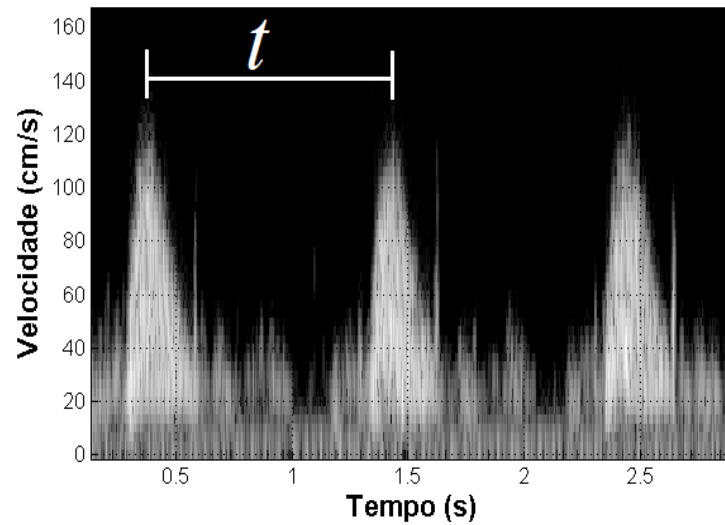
Tempo t medido a partir do Sonograma para o cálculo da frequência cardíaca
